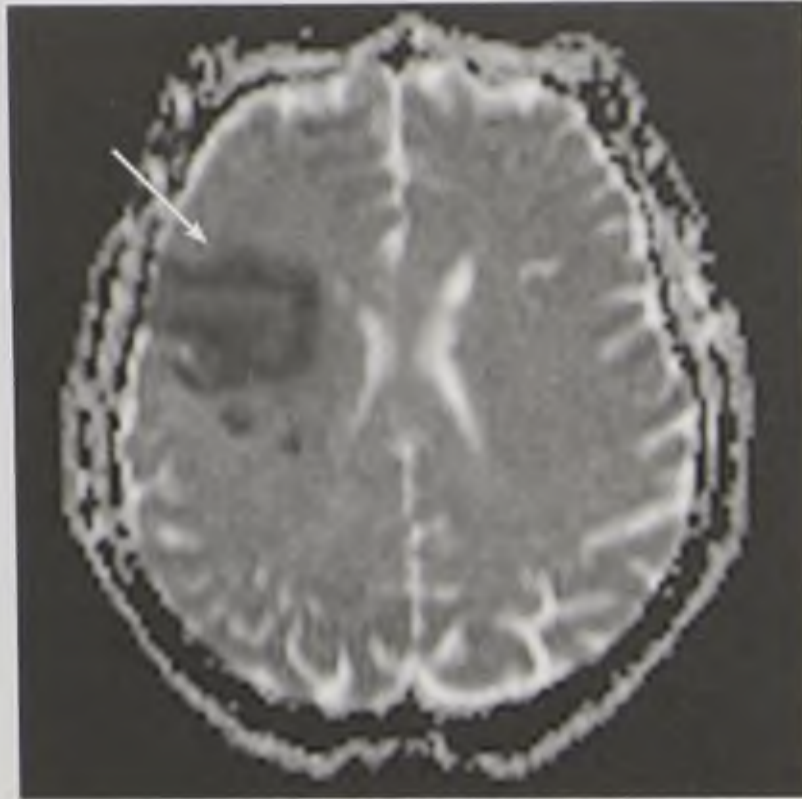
При выполнении магнитно-резонансной диффузии на карте измеряемого коэффициента диффузии (ИКД) зона ишемии в глубинных отделах правой теменной доли выглядит как зона сниженного ИКД (стрелка) по сравнению с противоположной стороной
